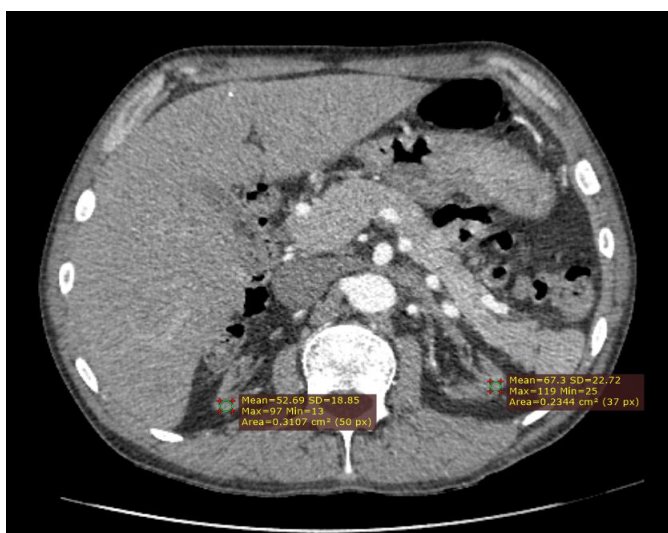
КТ собственных почек в артериальную фазу.
